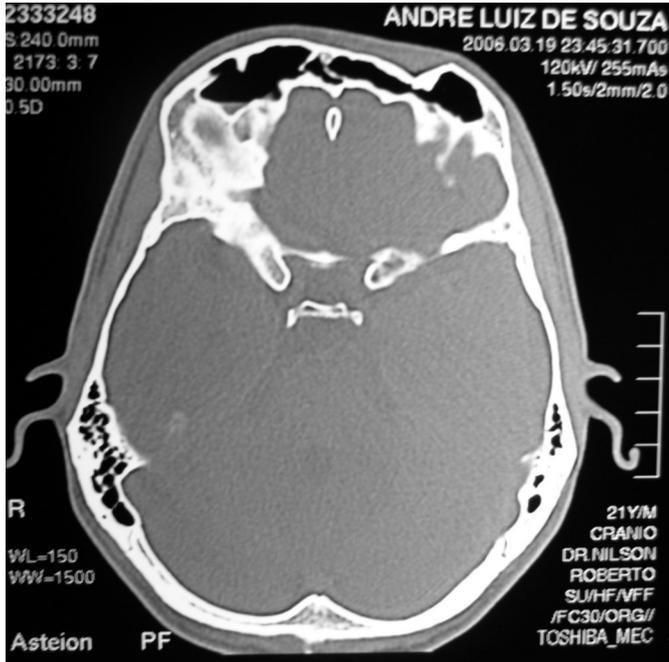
Tomografia computadorizada em corte axial.
